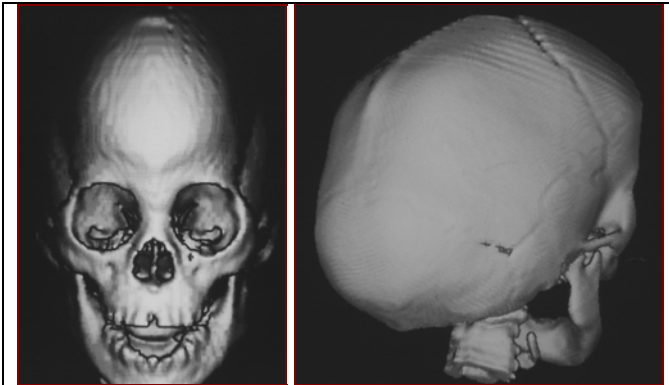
TC en 3D, cierre precoz de la sutura sagital con un aumento del diámetro antero posterior del cráneo.
